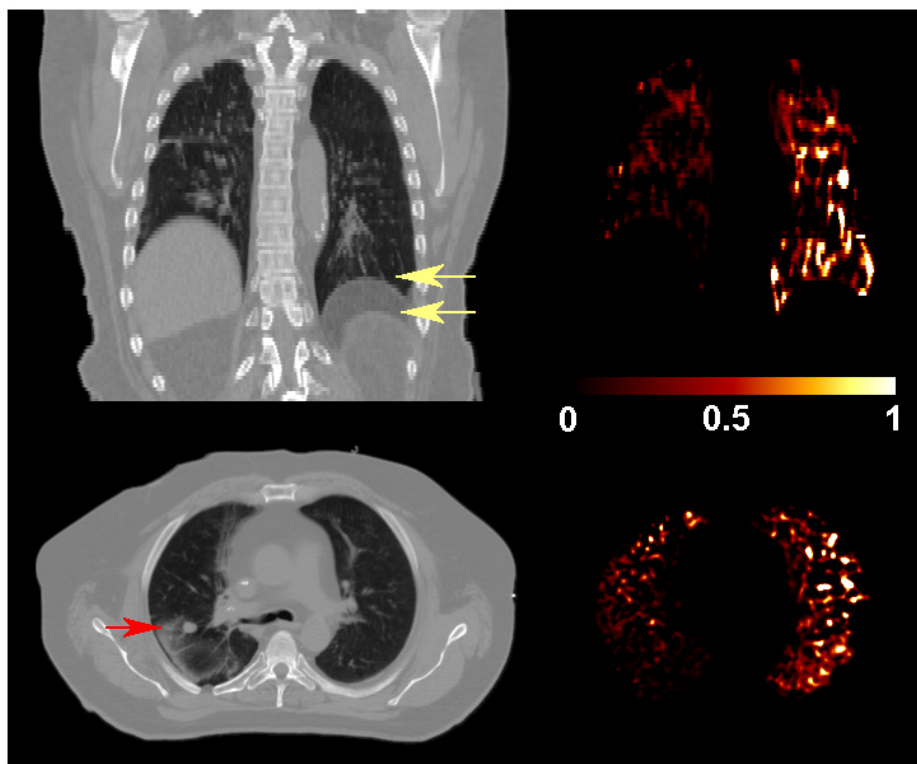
動態肺通氣影像。左側分別為肺部水平切面與冠狀切面 CT 影像，右側為對應之肺通氣影像。
